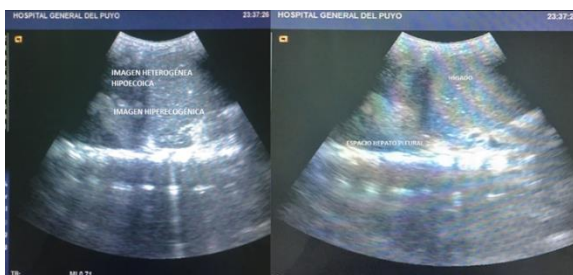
Ultrasonido de tórax: Hipocogenicidad en espacio hepato-pleural con imágenes hiperecogénicas en su interior.
